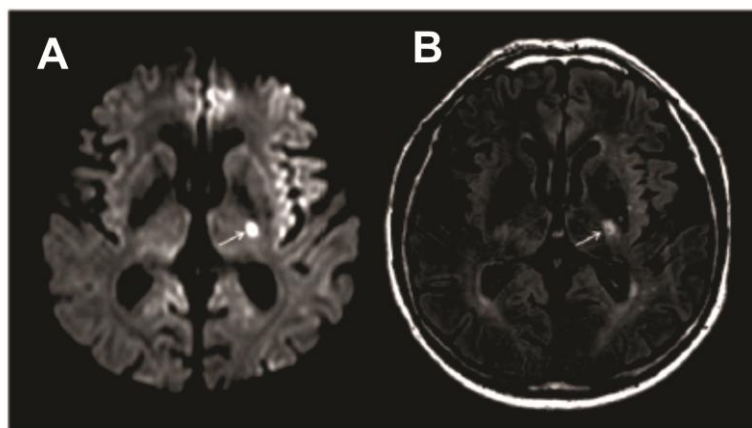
AVCI lacunar. Imagens do cérebro de um paciente hipertenso, com AVCI lacunar, obtidas através de imagem por ressonância magnética. Identificação de uma única lacuna no membro posterior da cápsula interna esquerda (setas brancas), causada por embolia. A = Ressonância magnética ponderada em difusão (em inglês: *Diffusion-weighted imaging*, sigla DWI) e B= Ressonância magnética usando fluido-atenuadas sequências de recuperação de inversão (em inglês: *Fluid-attenuated inversion recovery*, sigla: FLAIR). Fonte: Gunda et al. (2009).
